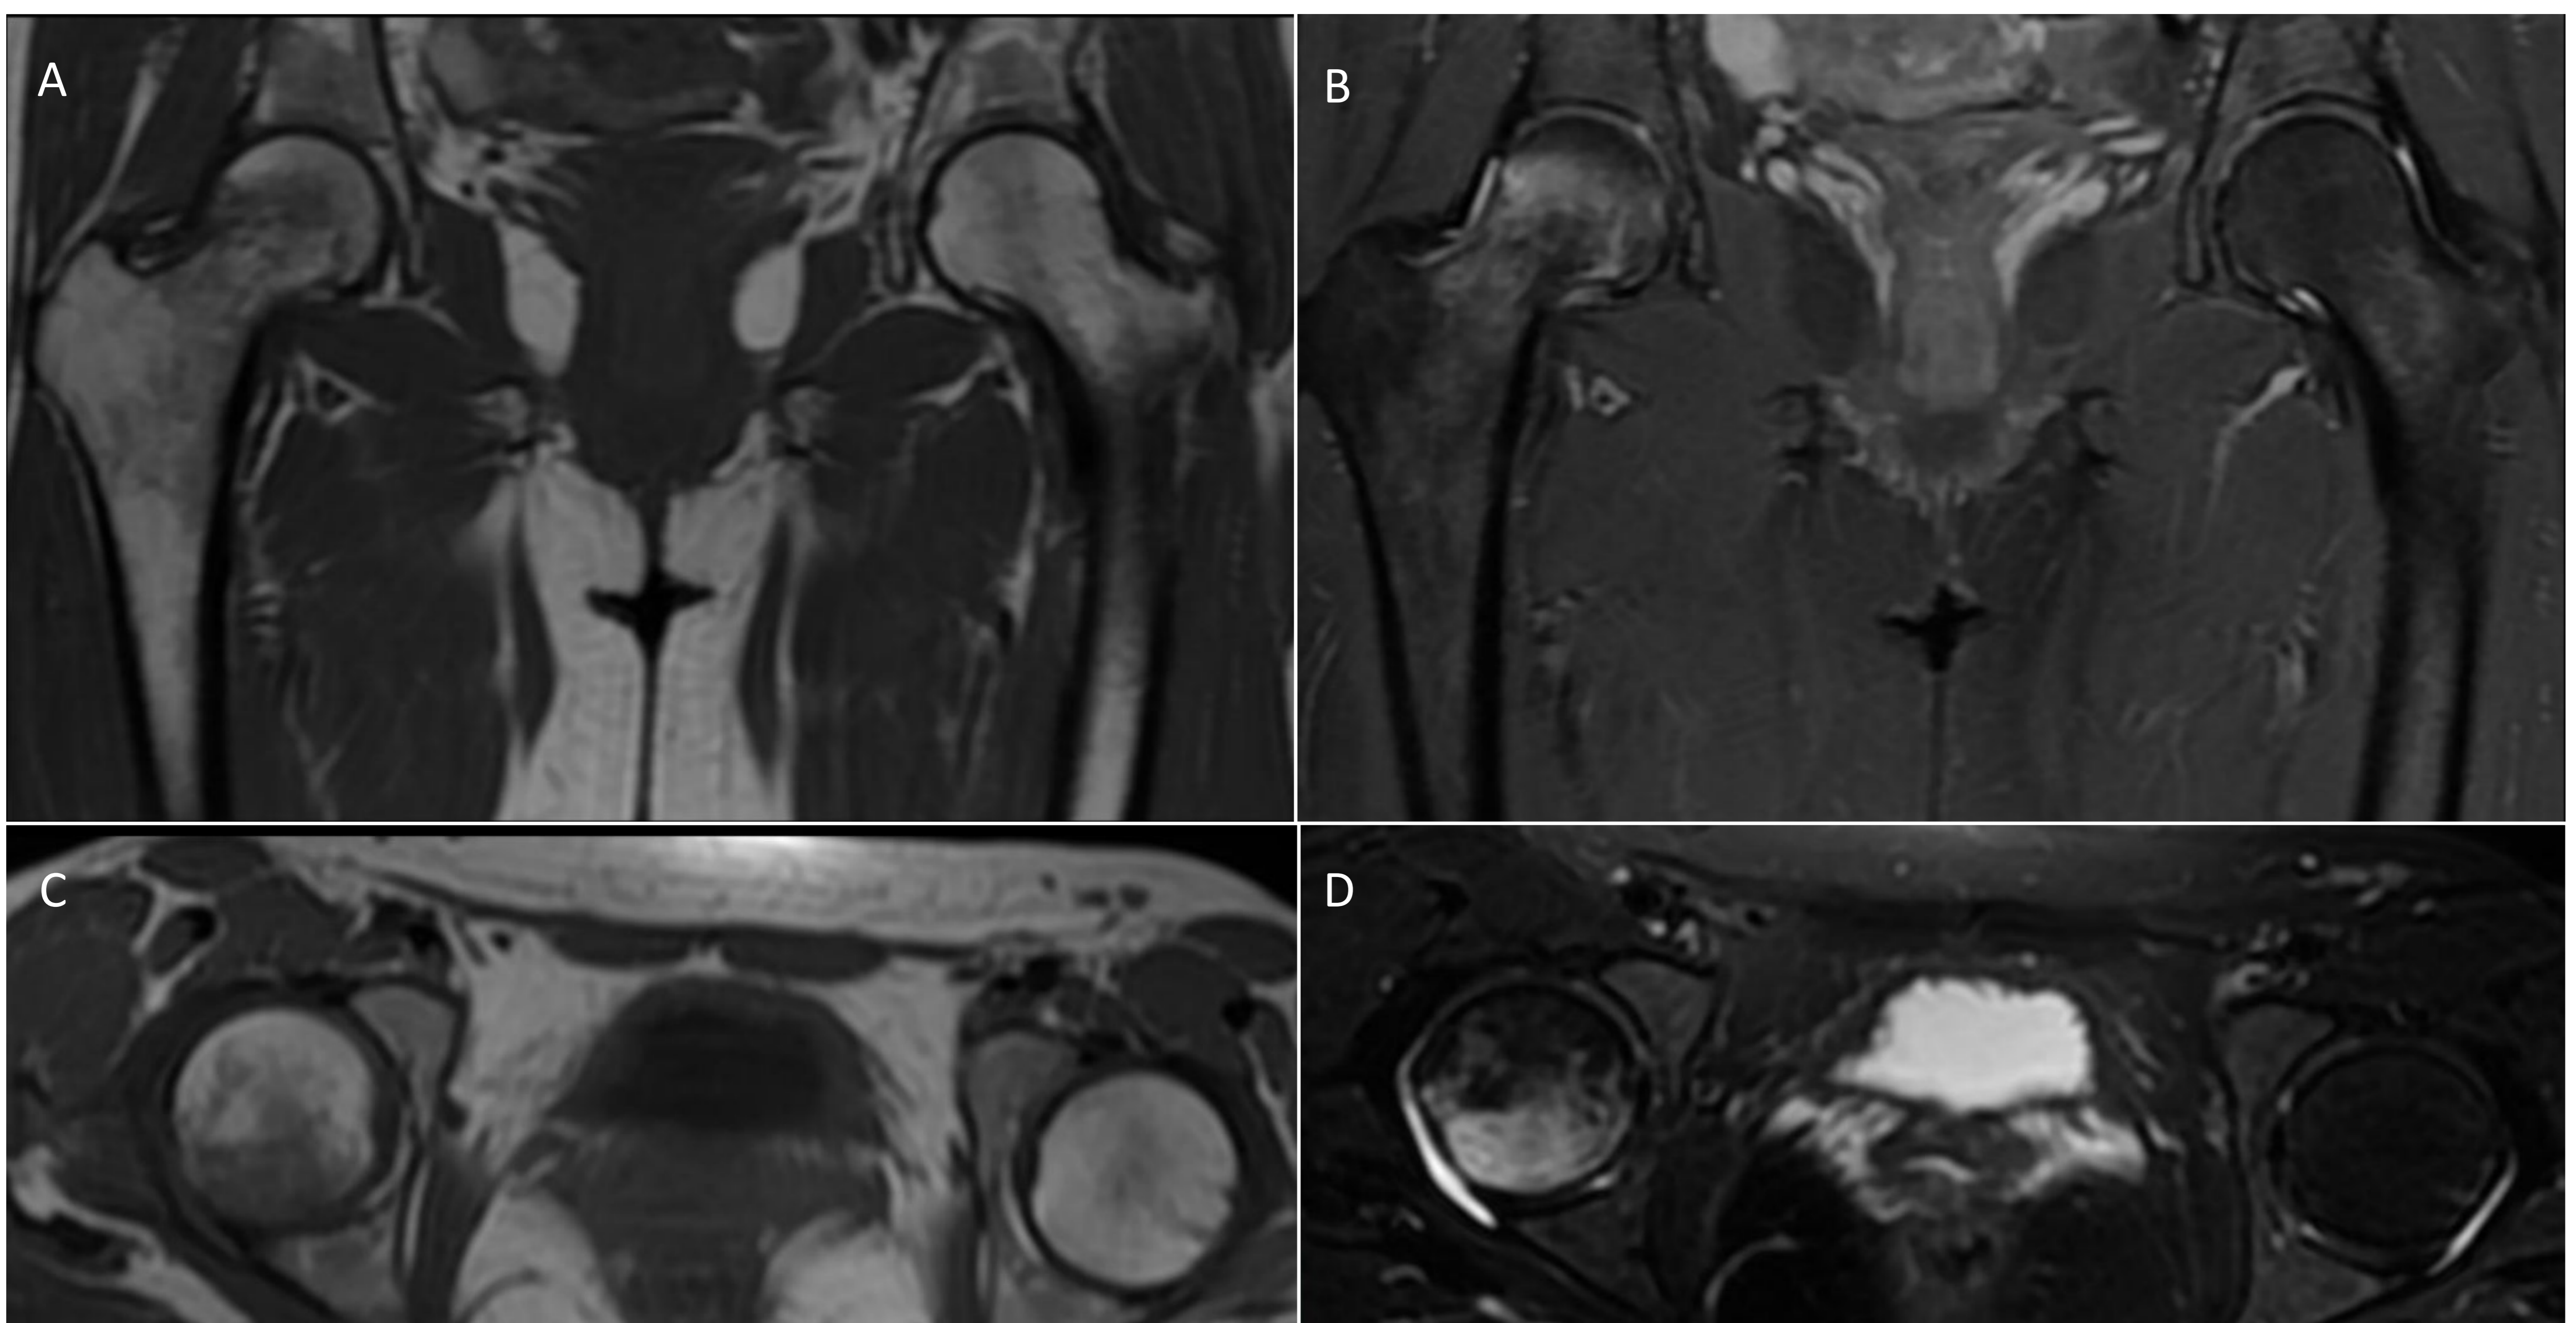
Mismo paciente con coxalgia derecha 4 años después del primer episodio. RM secuencia coronal potenciada en T1 (A), densidad protónica (DP) con saturación de la grasa (B), secuencia axial potenciada en T1 (C) y secuencia axial potenciada en T2 (D). Edema óseo en cabeza femoral derecha de similares características al observado 4 años antes en la cabeza femoral contralateral.
